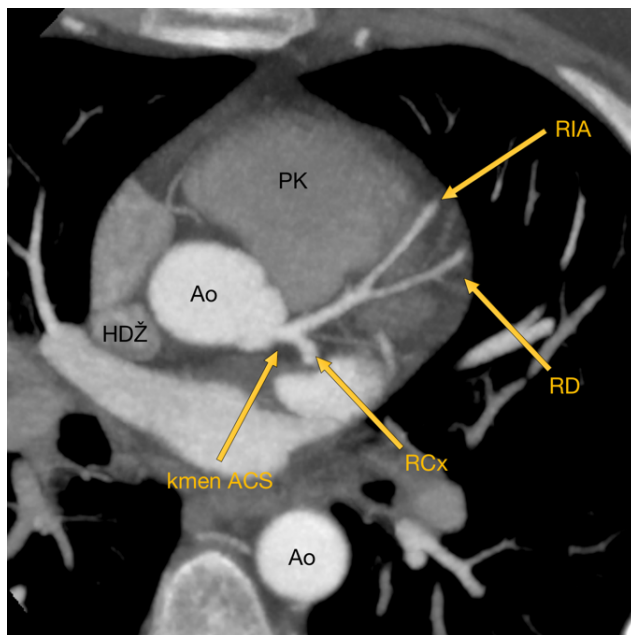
CT srdce s cévami, 3D rekonstrukce / RIA – ramus interventricularis anterior, RCx – ramus circumflexus/ (Autor: MUDr. Korbel)
